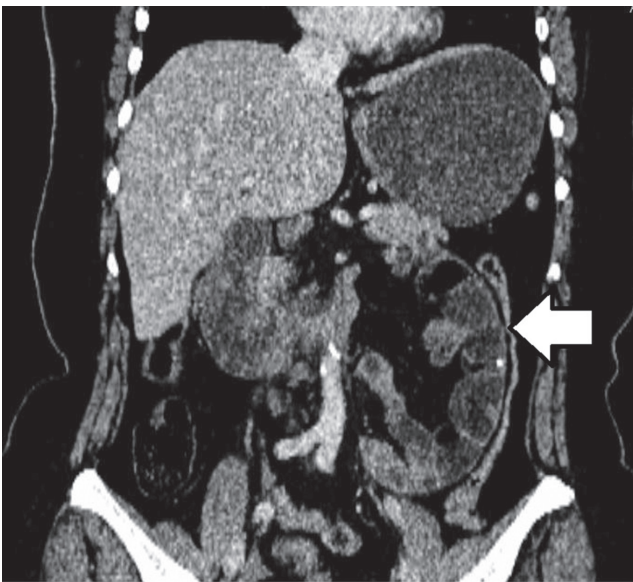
Pathognomonic image of small intestinal loops clumped in left upper quadrant in coronal section on computed tomography
